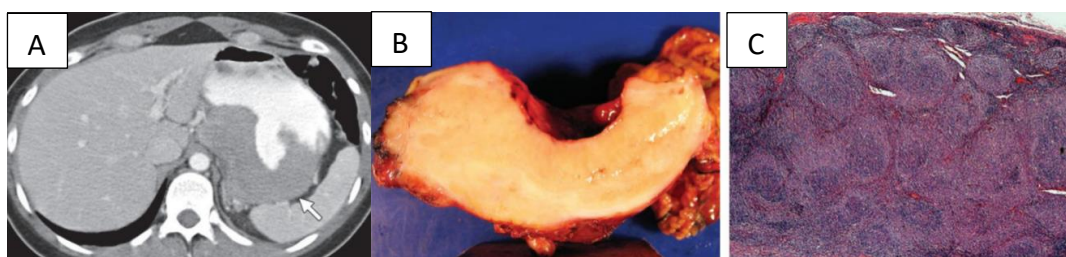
LDGCB em mulher de 35 anos com história de dor abdominal há 2 semanas. (A) Imagem axial de TC com contraste intravenoso e oral mostra acentuado espessamento de parede homogênea na região da cárdia gástrica e parede posterior do estômago proximal (*seta*). (B) A fotografia da amostra macroscópica seccionada mostra uma massa intramural marrom uniforme medindo até 4 cm de espessura. (C) Fotomicrografia (ampliação original, 10 $\times$ ; coloração HE) mostra infiltrado nodular difuso que se estende até a superfície serosa da parede gástrica.
